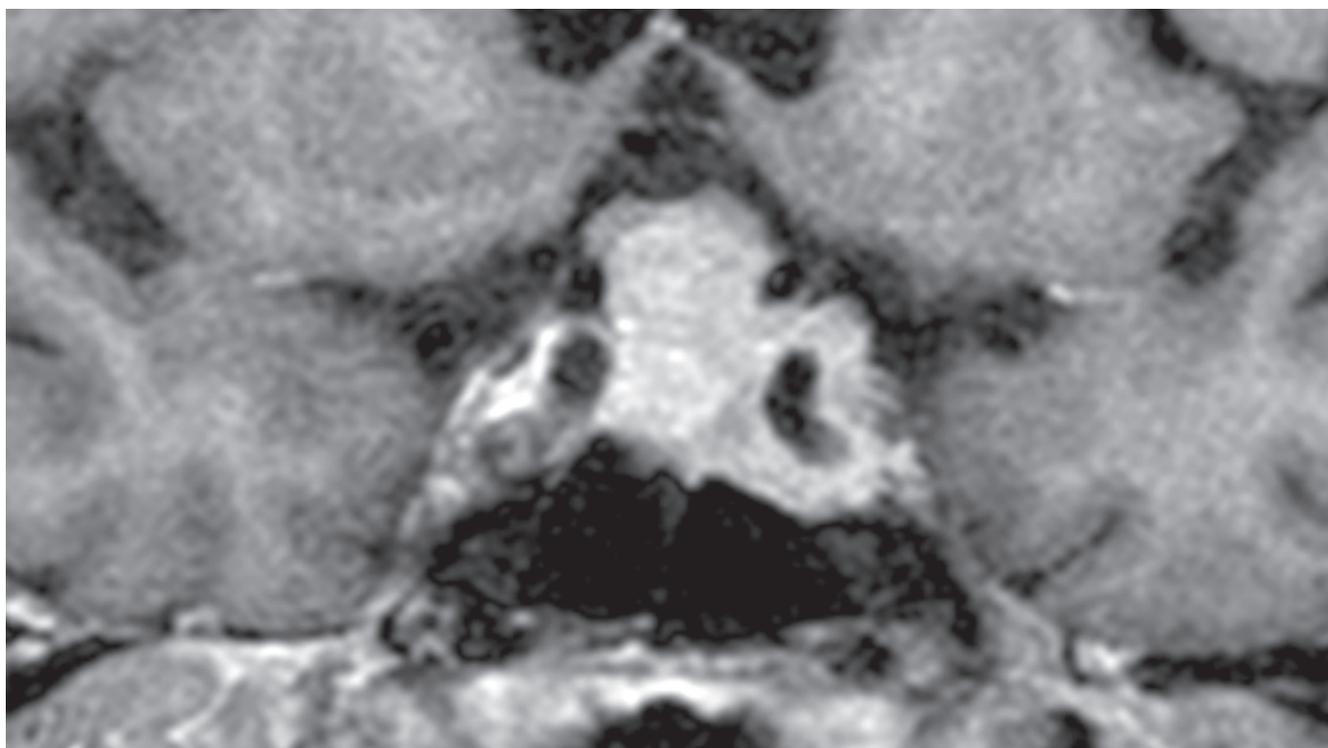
МРТ головного мозга: образование хиазмально-селлярной области с супраселлярным ростом и инвазией в левый кавернозный синус
